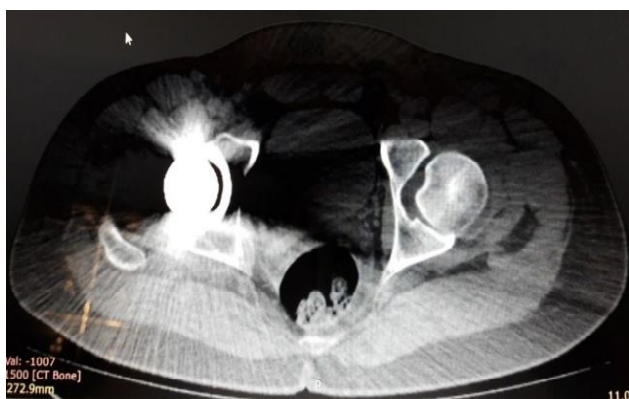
Мультиспіральна комп'ютерна томограма кісток таза без внутрішньовенного контрастування з оцінкою динаміки через 1 місяць після артроскопічного лікування пацієнта В., 26 років.
